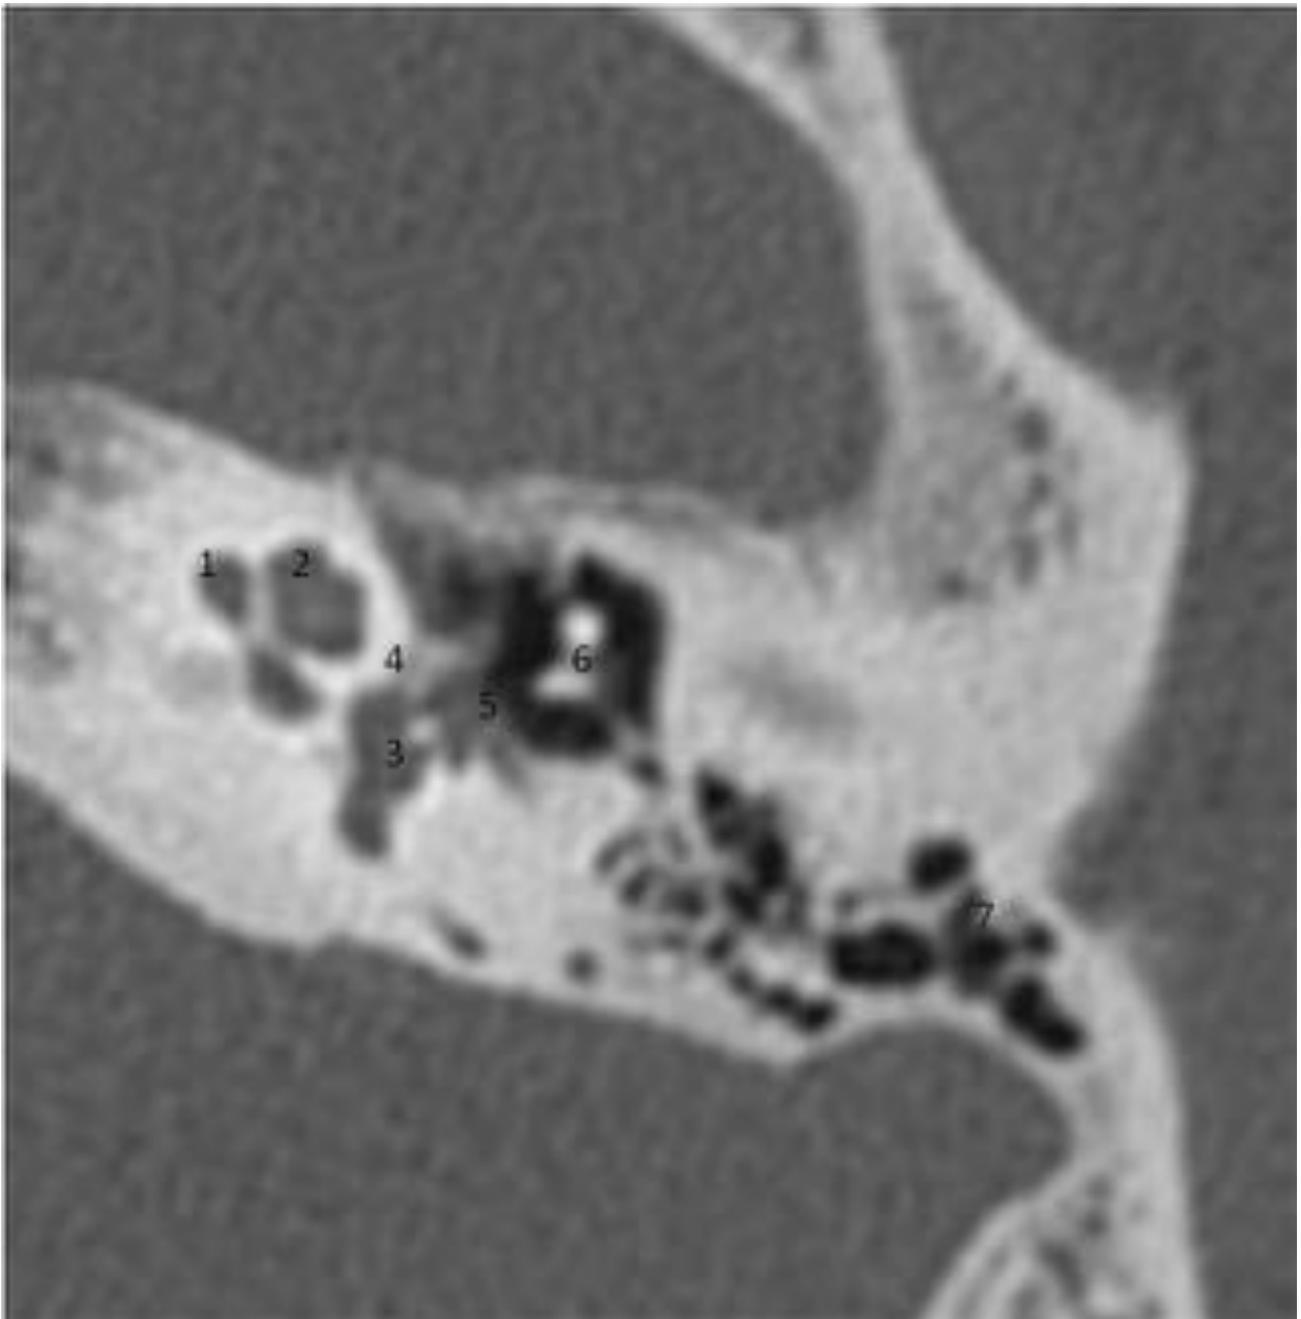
TC peñascos corte axial: 1. Espira inferio de la cóclea. 2. Espira media y superior de la cóclea. 3. Vestíbulo. 4. Fissula antefenestram. 5. Ventana oval. 6. Cadena de Huececillos. 7. Celdillas mastoideas.
